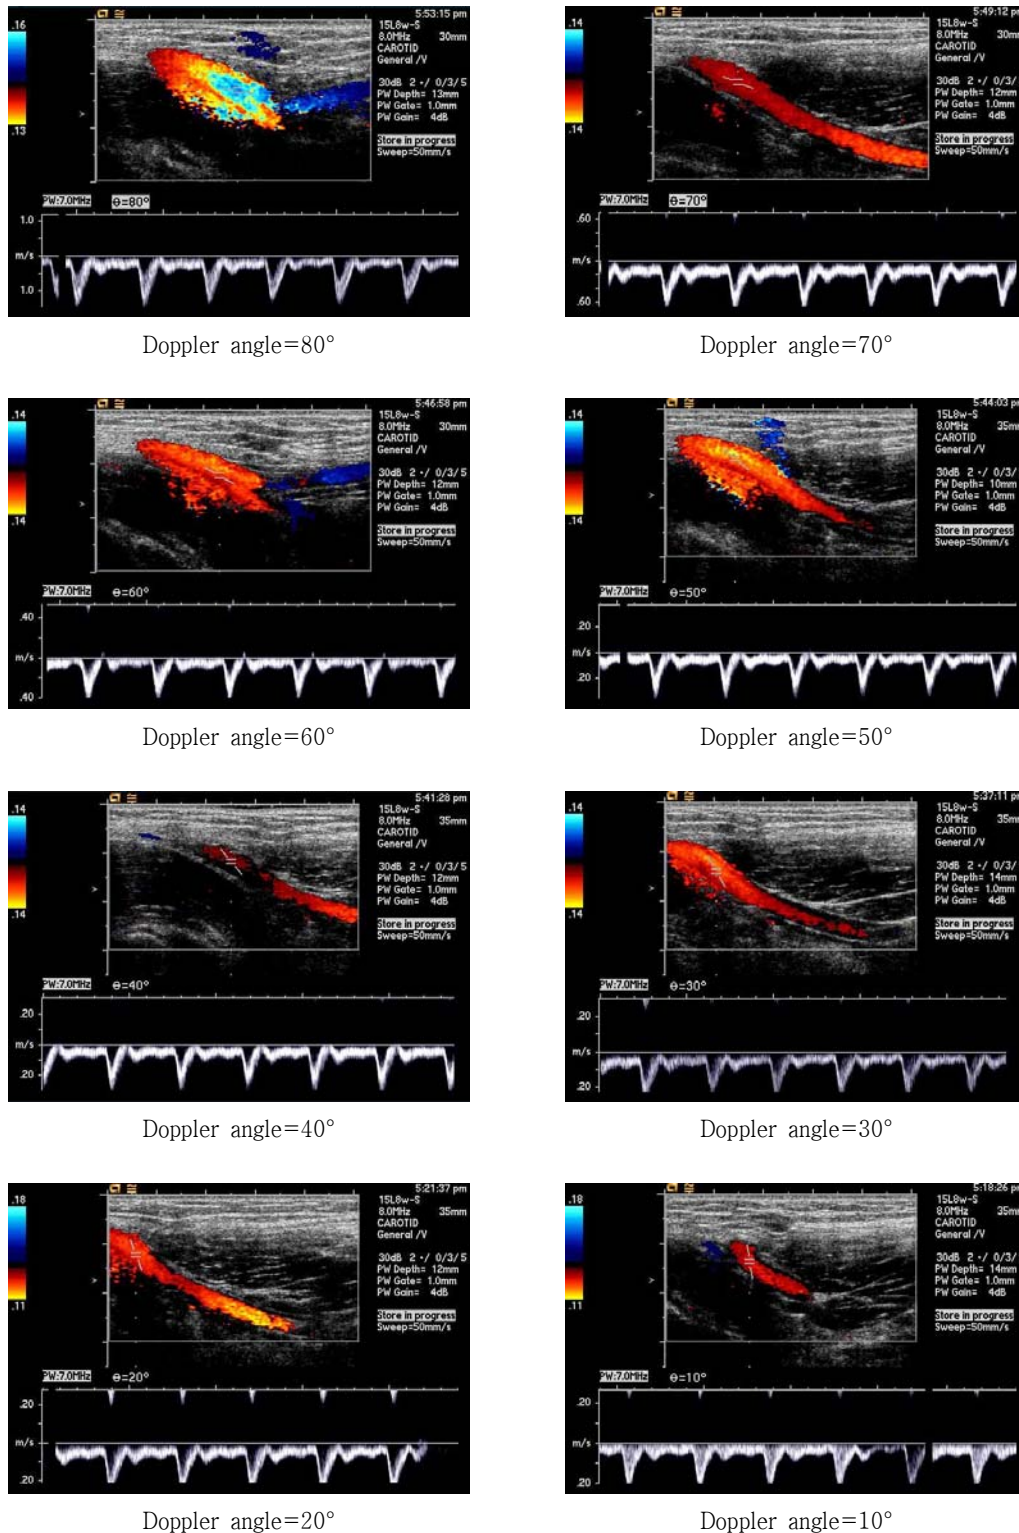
Aliasing changes from the humeral artery which it follows in Doppler angle change.
